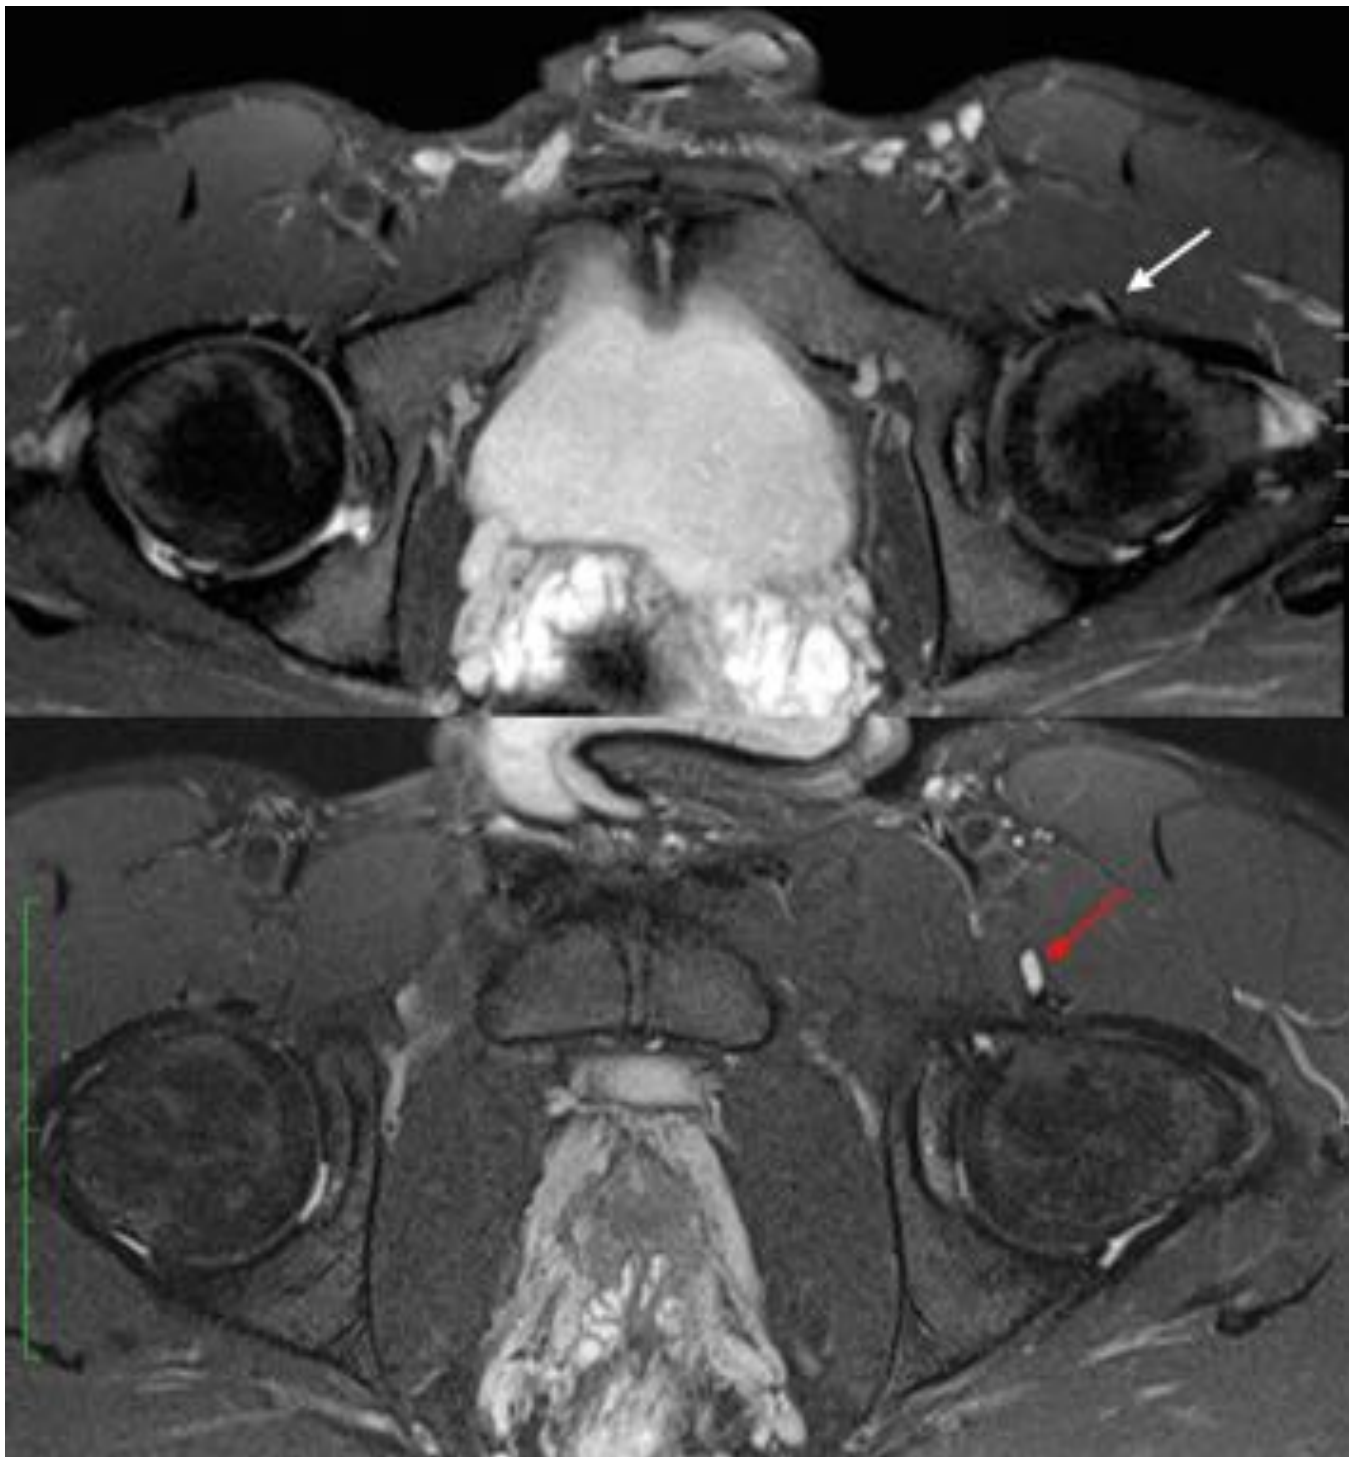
Imágenes axiales oblicuas ponderadas en T1 con supresión grasa. A: área de aumento de señal de RM alrededor del tendón distal de ileopsoas (flecha blanca) . B: colección líquida anteromedial y en contacto con el tendón iliopsoas (bursa de iliopsoas) (flecha roja)
